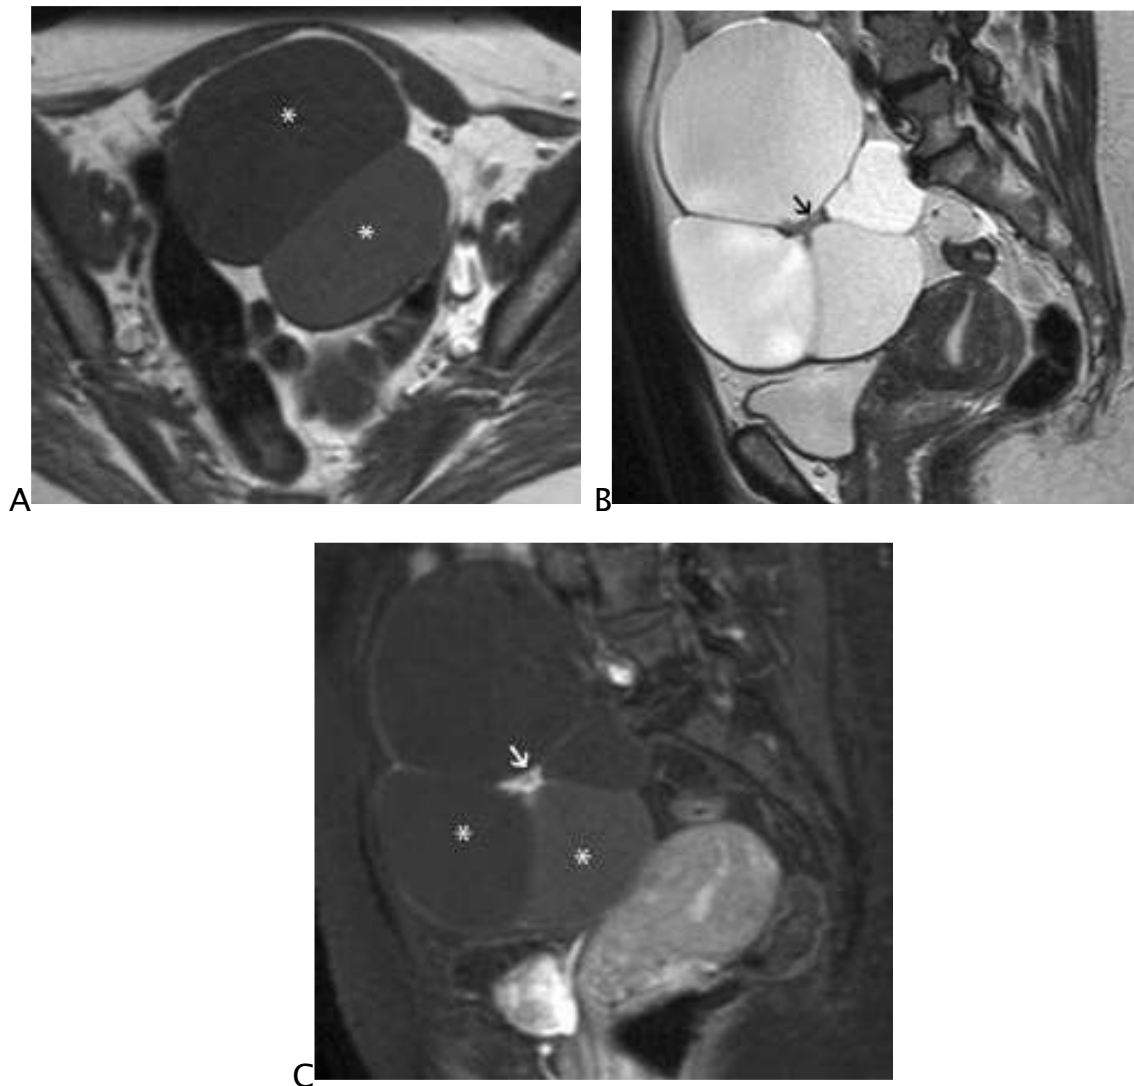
Coupes IRM axiale T1 (A), sagittales T2 (B) et T1 après injection de produit de contraste et avec saturation du signal de la graisse (C), les différentes logettes (*) ont un signal différent en T1 en fonction de leur abondance en colloïde. L'hypersignal T2 des différentes logettes visible dans ce cas est moins évocateur de goitre ovarien que le classique hyposignal T2 marqué. Le centre de la lésion (flèche) se rehausse intensément après injection de produit de contraste orientant vers un goitre ovarien [1].
